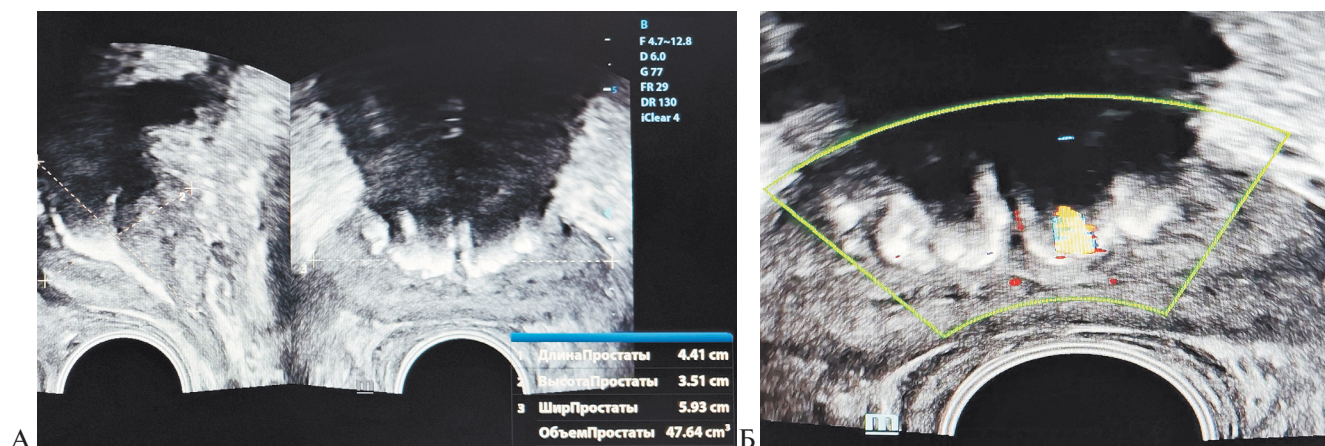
А, Б. – ТРУЗИ с доплерографией предстательной железы. Визуализируются конкременты предстательной железы
